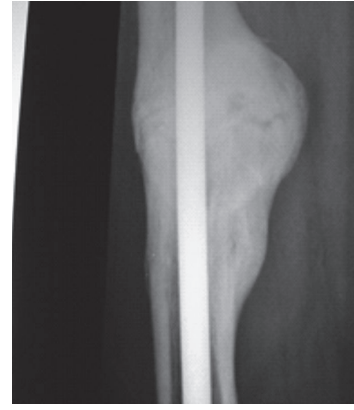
C. Radiografía del fémur derecho con callo consolidado. Véase explicación en el texto.
